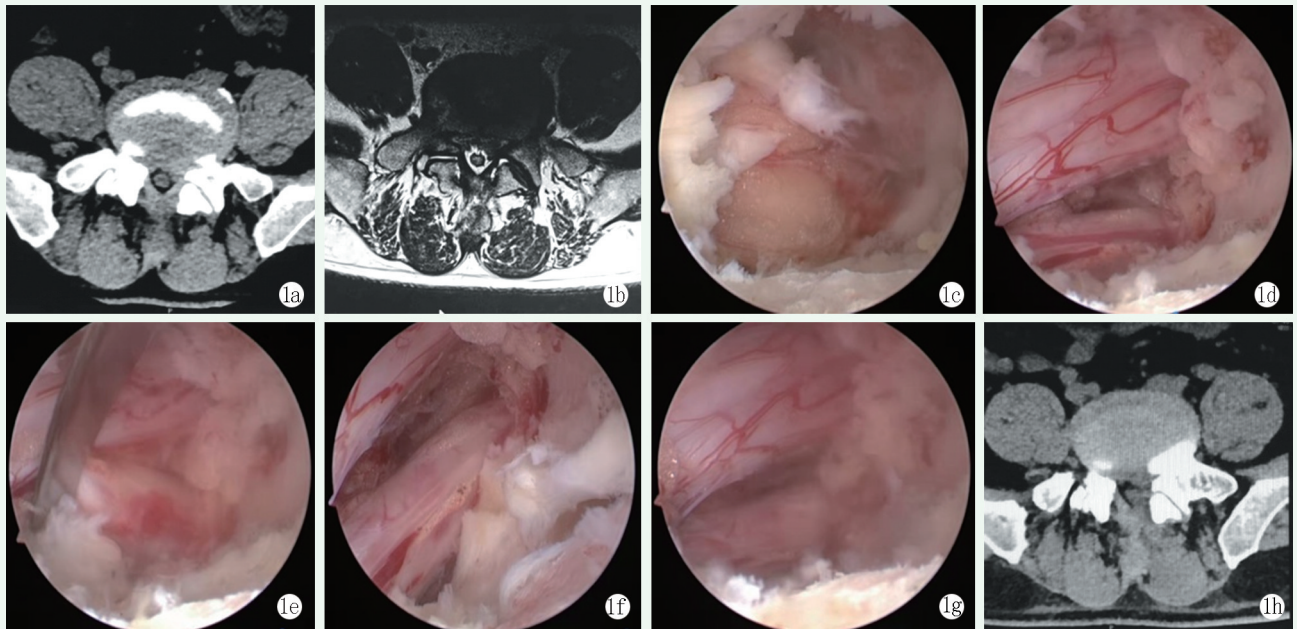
患者,男,54 岁,腰痛伴左下肢放射痛 6 个月、加重 1 周入院,行 UBE 下椎管减压及突出椎间盘摘除术 1a, 1b: 术前腰椎 CT 及 MRI 断层显示 L₅S₁ 左侧侧隐窝狭窄伴椎间盘突出 1c: 磨除 L₅ 部分下椎板及下关节突内缘,咬除 S₁ 部分上椎板及上关节突内缘,打开部分侧隐窝,去除部分黄韧带可见硬膜外脂肪 1d: 进一步去除黄韧带及硬膜外脂肪后见硬膜囊及神经根 1e: 向下向外打开侧隐窝,背侧完全减压,神经根向内牵拉,显露腹侧突出的椎间盘 1f: 摘除突出的椎间盘,旋转镜头,观察神经根外侧,见残留部分黄韧带 1g: 向外去除黄韧带,直至侧隐窝彻底减压 1h: 术后 CT 断层显示突出椎间盘摘除后,左侧侧隐窝扩大,关节突关节大部分保留
